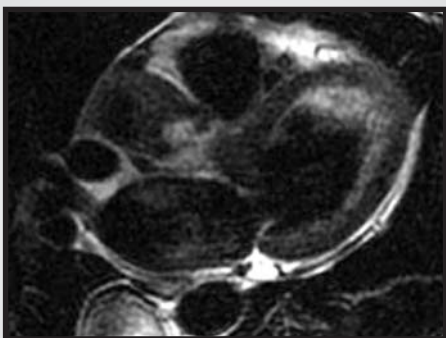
Imagem da ressonância nuclear magnética evidenciando a massa tumoral pediculada em folheto da valva aórtica.
